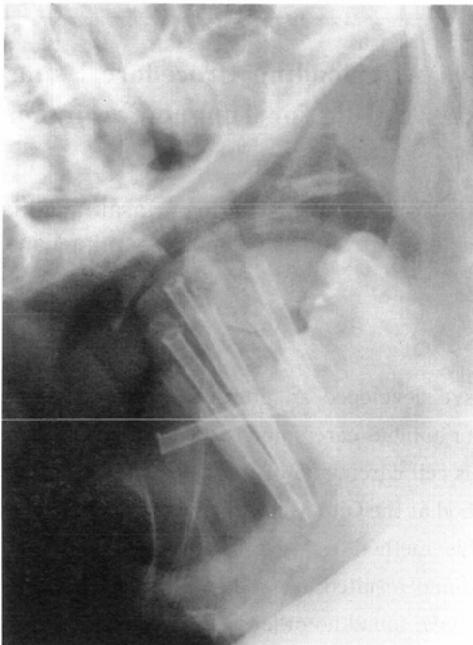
Roentgenogram in case No. 5. Ten outer tubes were implanted in the tongue.
